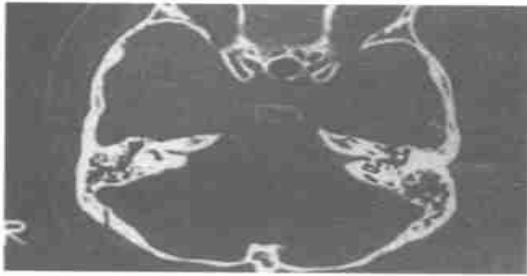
左耳 CT 像(眼眶外耳孔线下 6mm)
